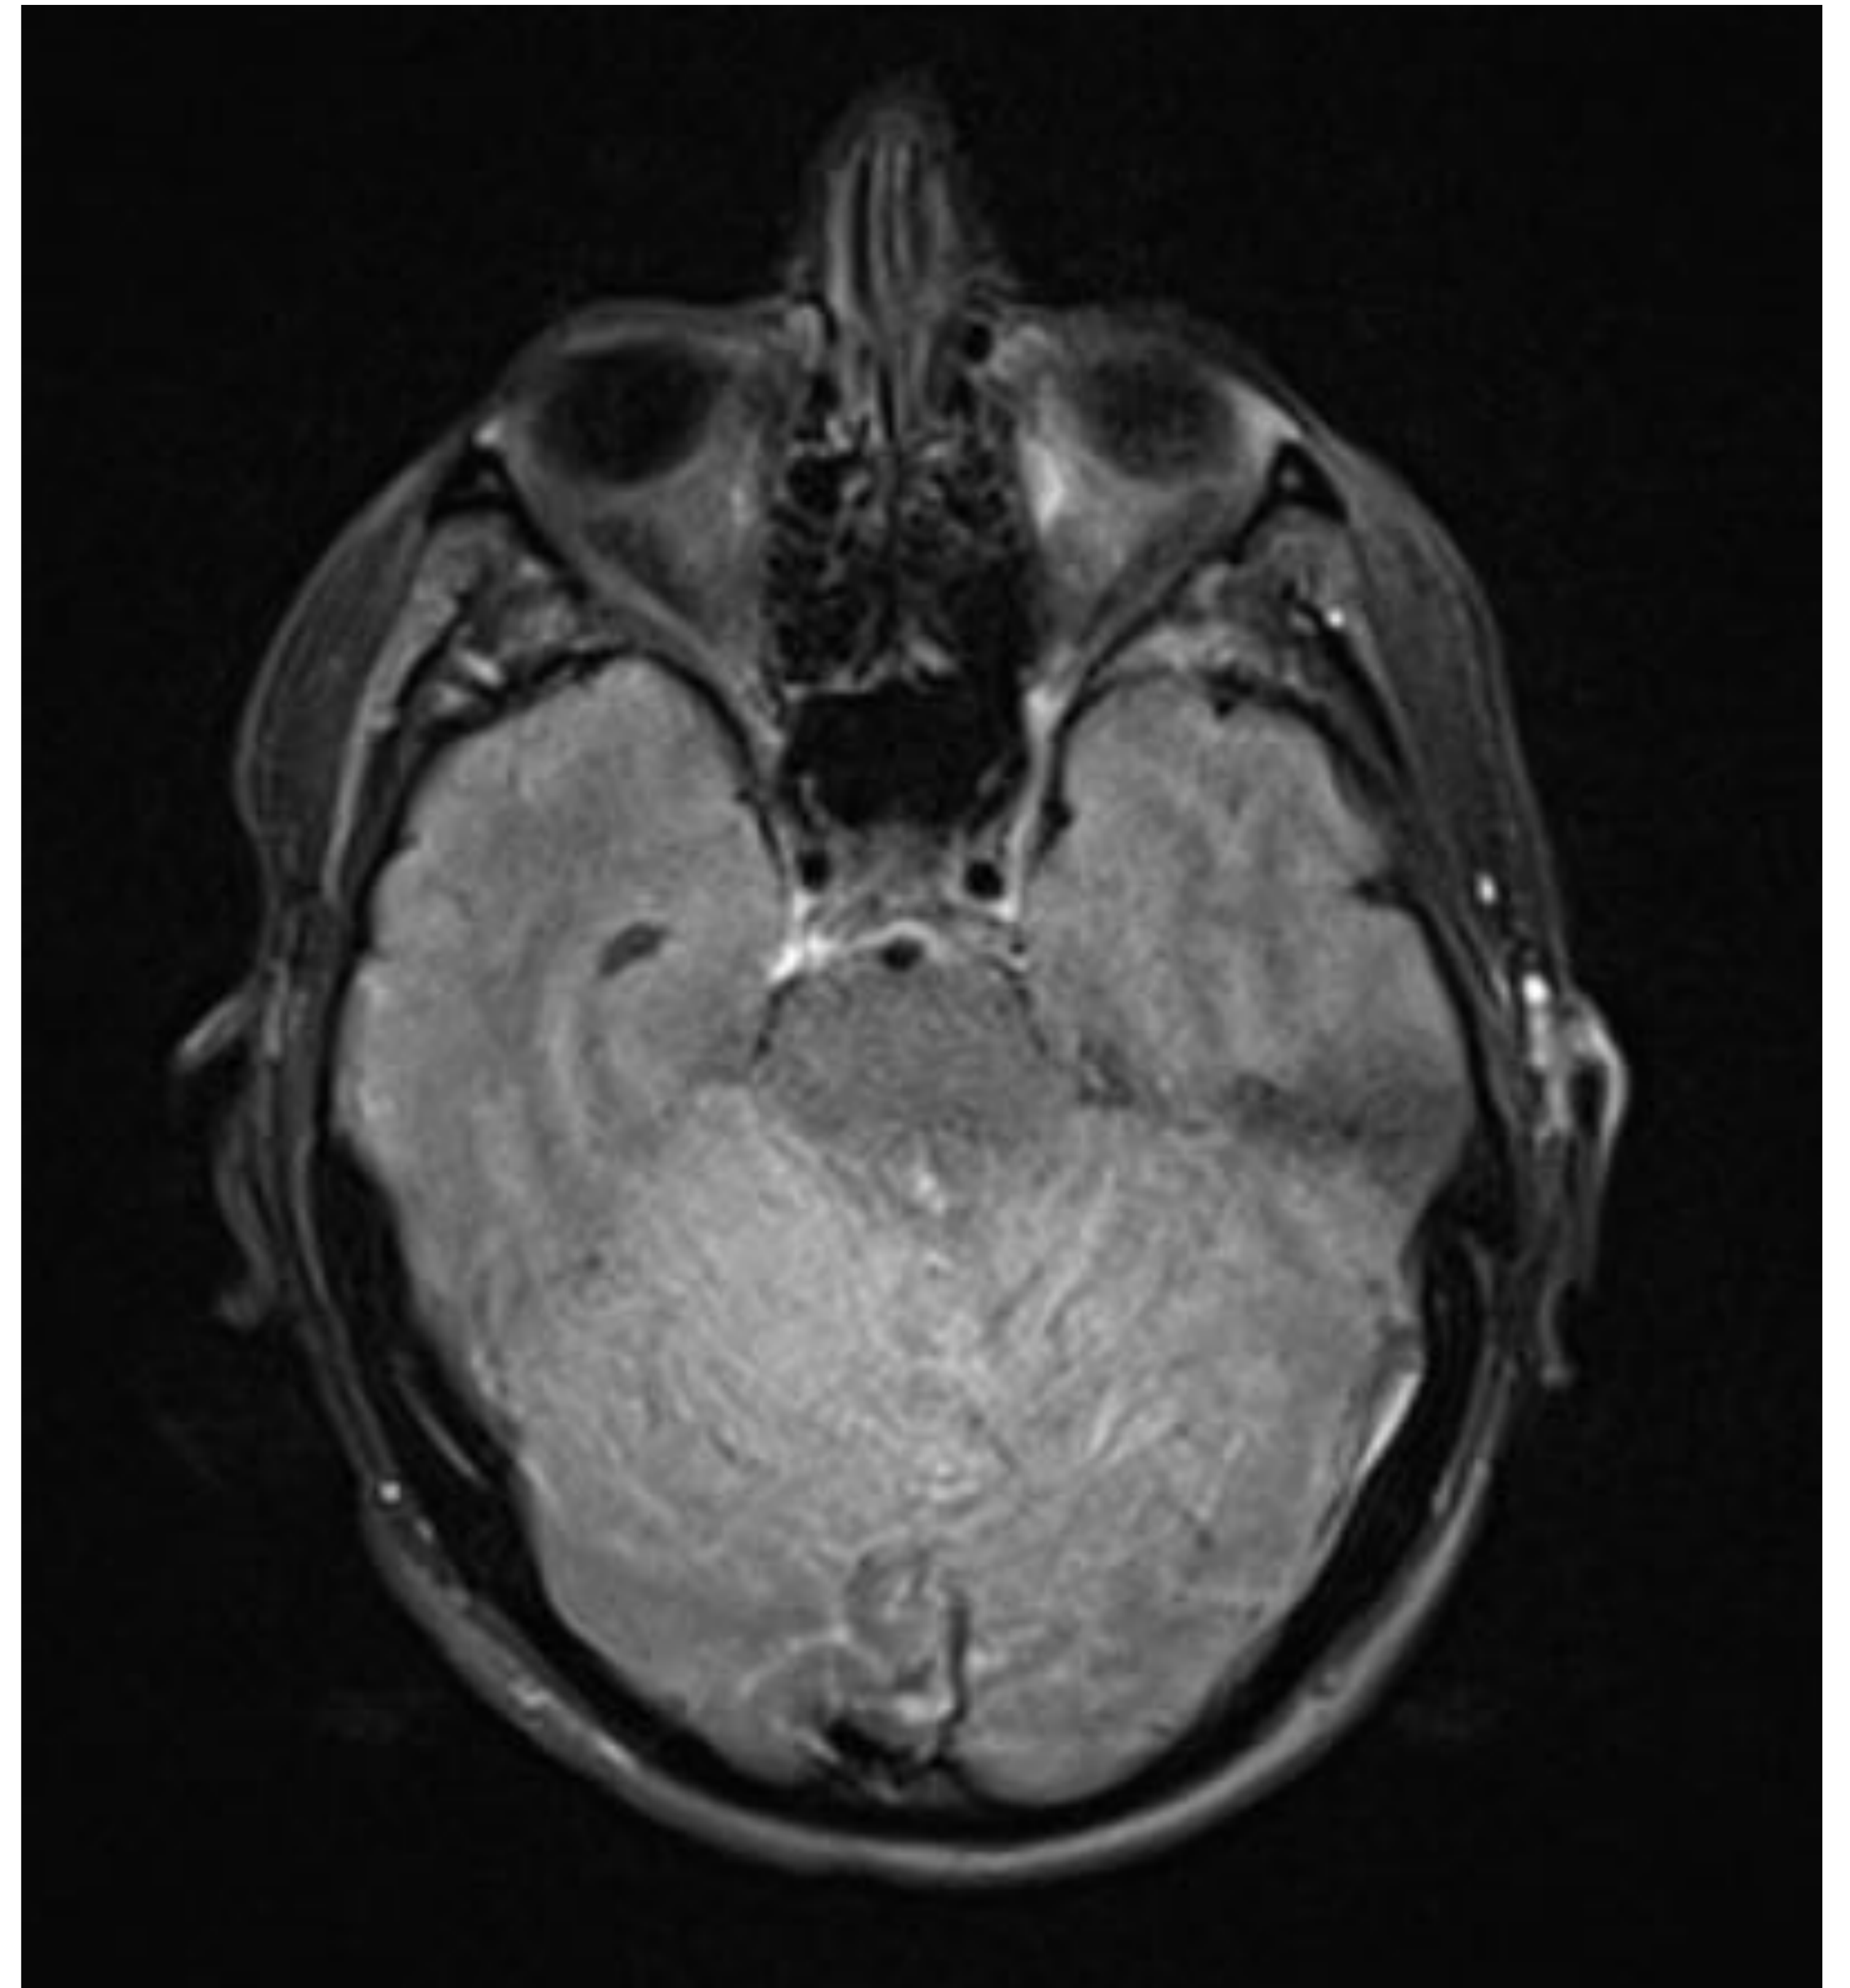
Secuencia FLAIR
